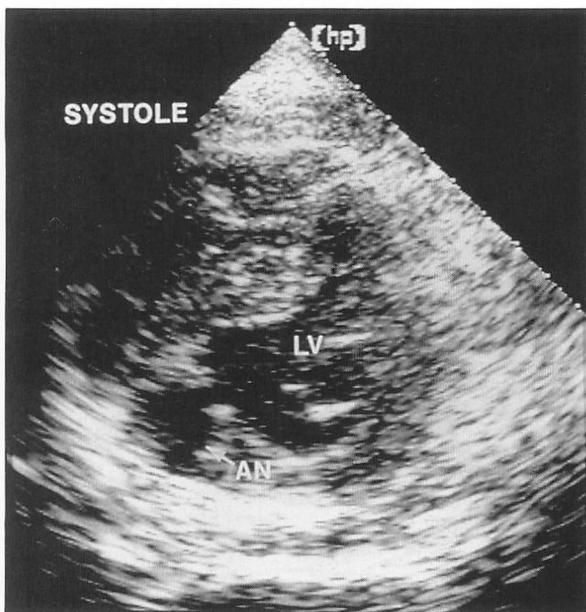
Two-dimensional parasternal short-axis view echocardiogram
